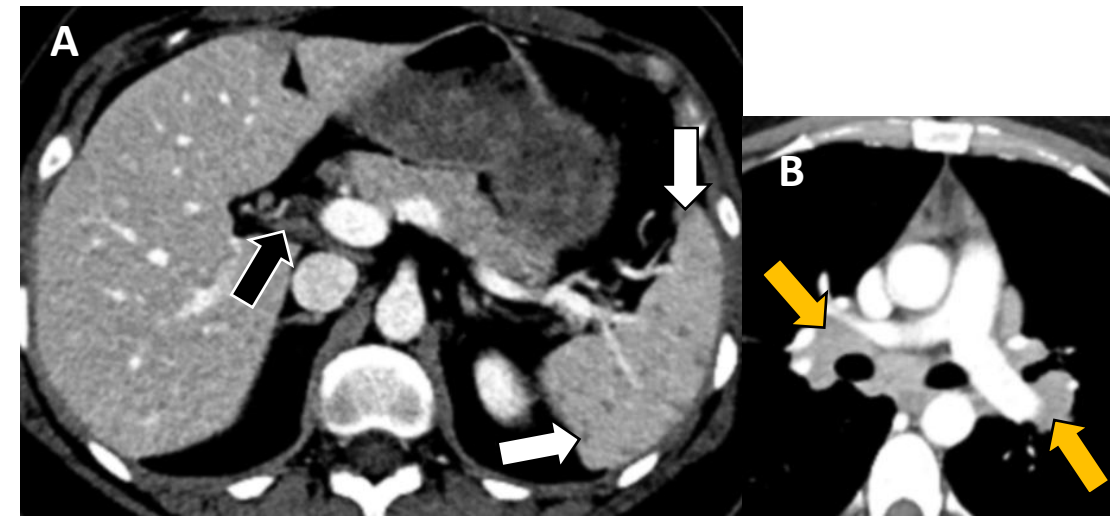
Mujer con sarcoidosis. (A) TC axial portal abdominal muestra múltiples nódulos hipodensos en bazo (*flecha blanca*) y pequeños ganglios en hilio hepático (*flecha negra*). (B) TC axial arterial torácico con adenopatías hiliomediastínicas (*flecha naranja*).
